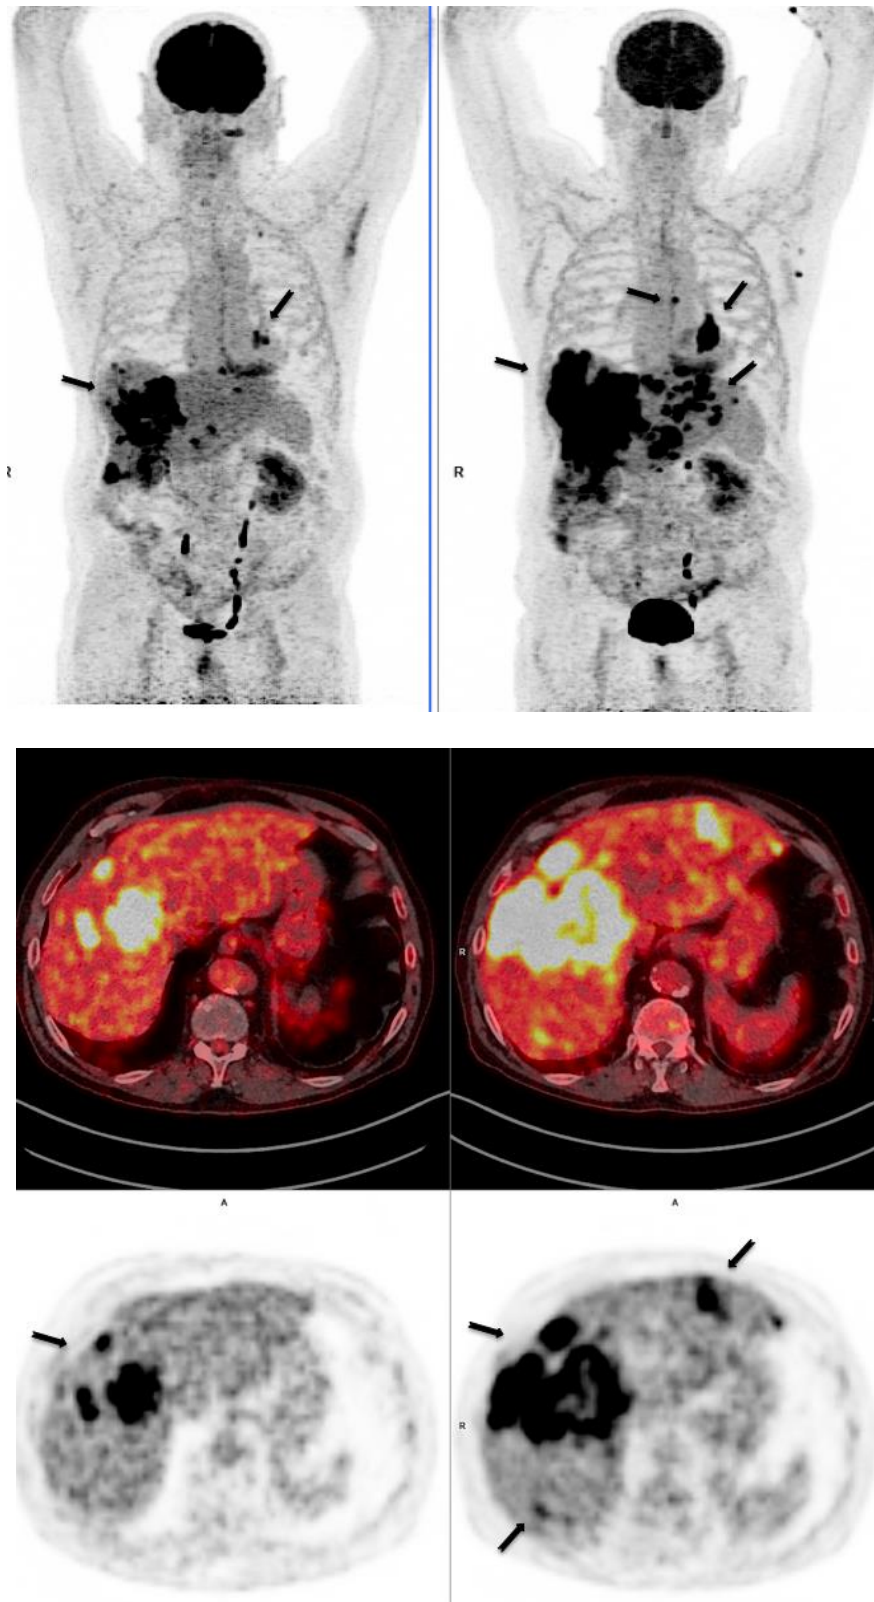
Homme de 64 ans atteint d'un carcinome épidermoïde pulmonaire lobaire inférieur gauche (LIG) de stade IV, ayant reçu une seconde ligne de traitement par nivolumab. La TEP TDM-1 montre la masse pulmonaire LIG ainsi que de multiples lésions hépatiques secondaires (a, MIP; b, fusion axiale ; c, TEP AC axiale). La TEP TDM-2 à 8 semaines de traitement (4 injections) montre une importante progression métabolique avec : majoration en taille et en intensité de la masse pulmonaire LIG, majoration en nombre, en taille et en intensité des lésions hépatiques, apparition d'une adénopathie coelio-mésentérique hypermétabolique suspecte (d, MIP ; e, fusion axiale ; f, TEP AC axiale). Le patient a été jugé en progression métabolique en TEP TDM et en non répondeur à la RCP 1. Le traitement par Nivolumab a donc été interrompu suite à cette RCP 1.
